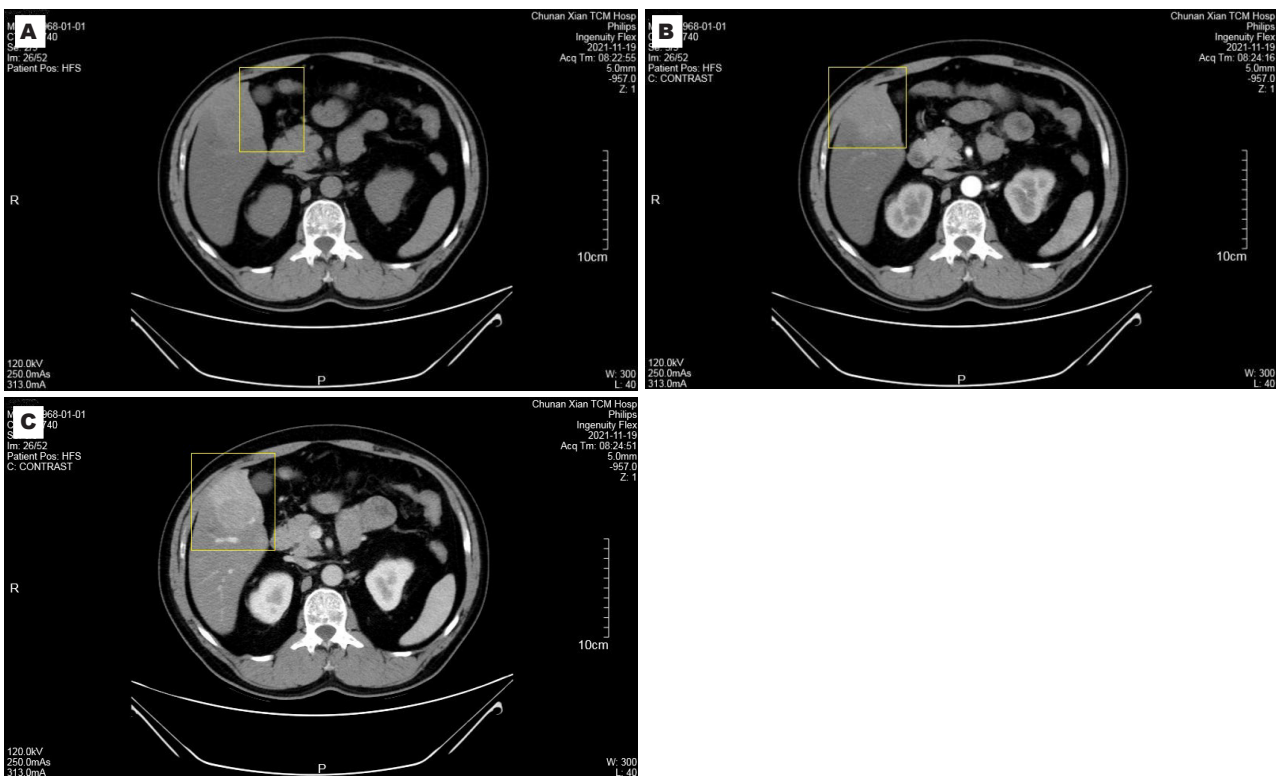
不同性质伴脂肪肝的肝占位病变CT增强扫描典型图像. A: 平扫右肝前叶可疑类圆形偏高密度影; B: 动脉期右肝前叶类圆形病灶较明显强化; C: 门脉期右肝前叶类圆形病灶中央强化程度减低, 边缘持续强化. CT: 计算机断层扫描.
